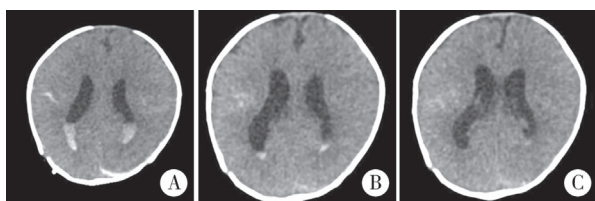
IVH患儿手术前后影像学表现 注 A:术前CT; B:术后CT; C:术后CT
